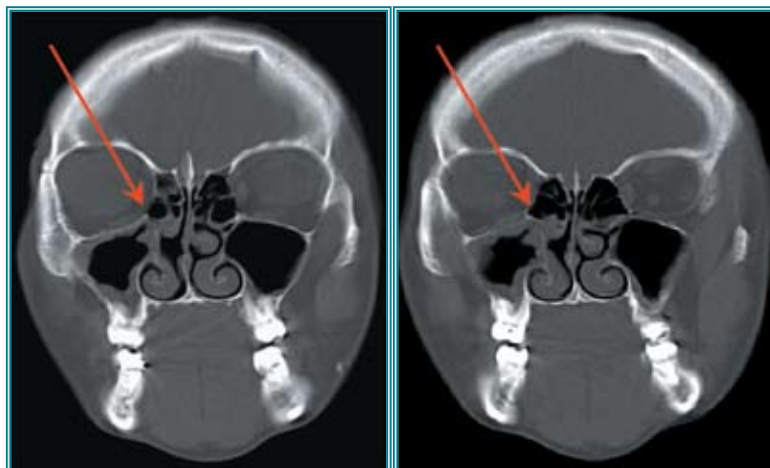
КТ пациента с острым РС и частичной блокадой соустья (указано стрелкой)
